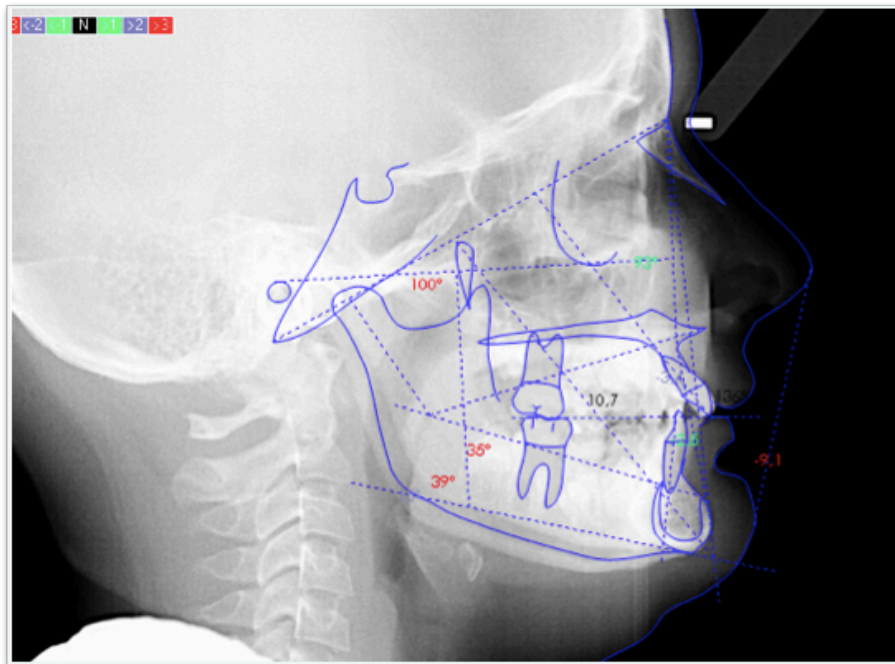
Telerradiografía Caso clínico 2. Se realiza cefalometría según Ricketts.
